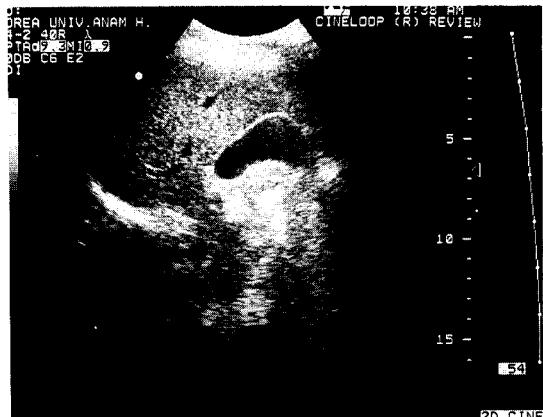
Follow up abdominal sonogram showing no sludge in gallbladder at 3 weeks later.
